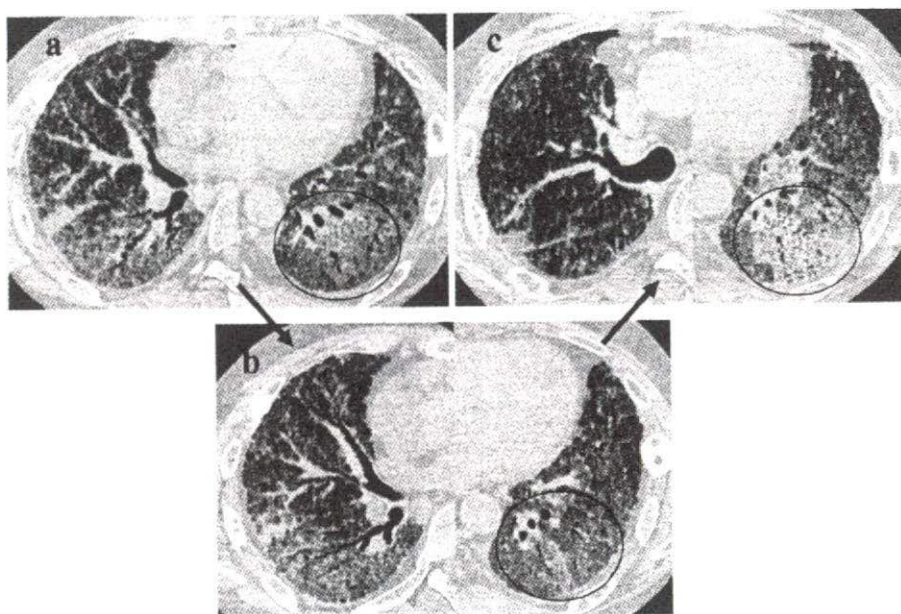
胸部CT所見。a) mPSLパルス療法後、左下葉のGGOの濃度が増加。b) Tacrolimus投与後、同部位のGGOが一部改善し、牽引性気管支拡張も軽減。c) 死亡3日前、病変の再増悪を認める。
